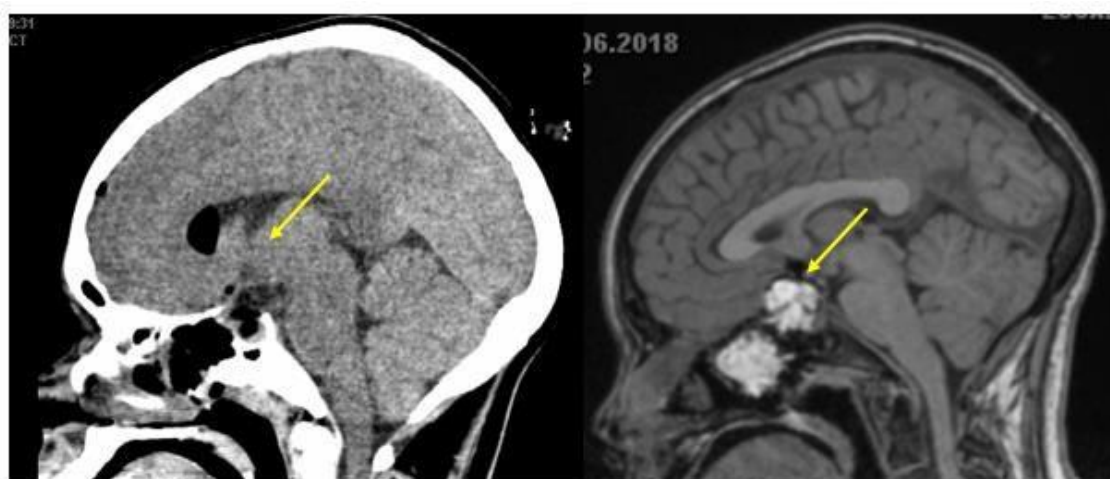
КТ и МРТ головного мозга в ранний послеоперационный период
